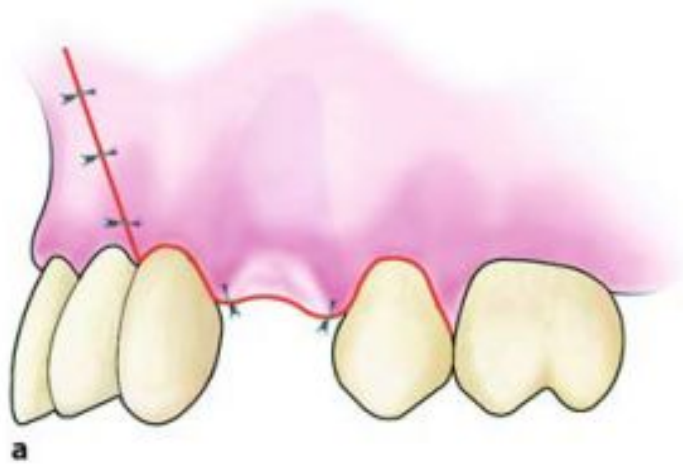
Radiograph of the root of a maxillary first premolar. The surgical technique is indicated for its removal
